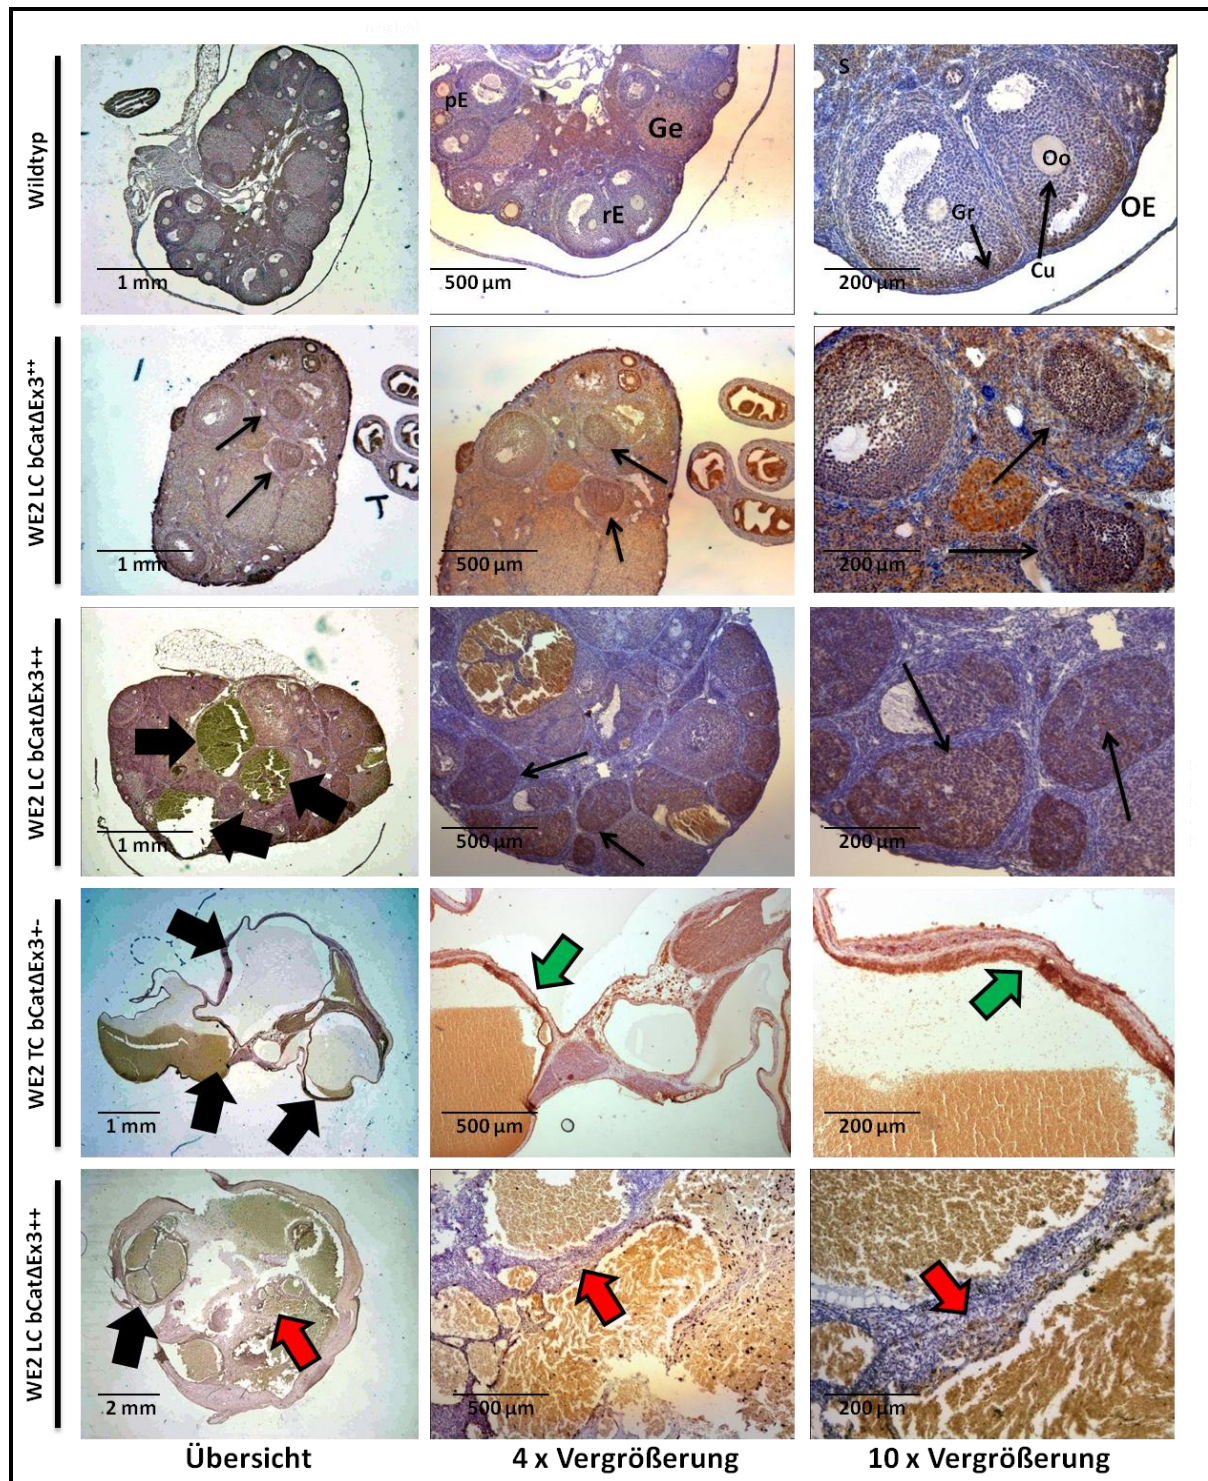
Nachweis von β -Catenin in veränderten Ovarien von WE2 TC bCat Δ Ex3-positiven und WE2 LC bCat Δ Ex3-positiven Mäusen
